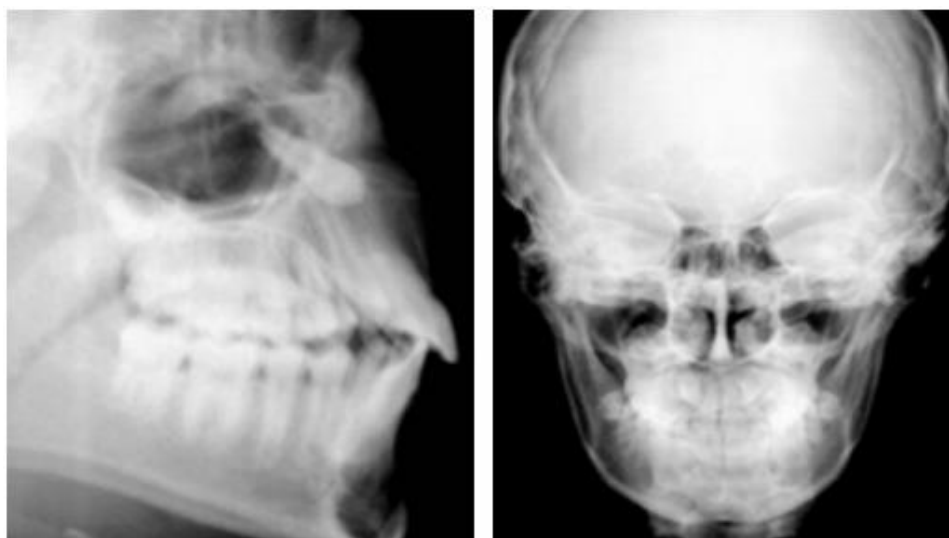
Telerradiografias em norma lateral (esquerda) e frontal (direita) evidenciando a inclusão canina.
